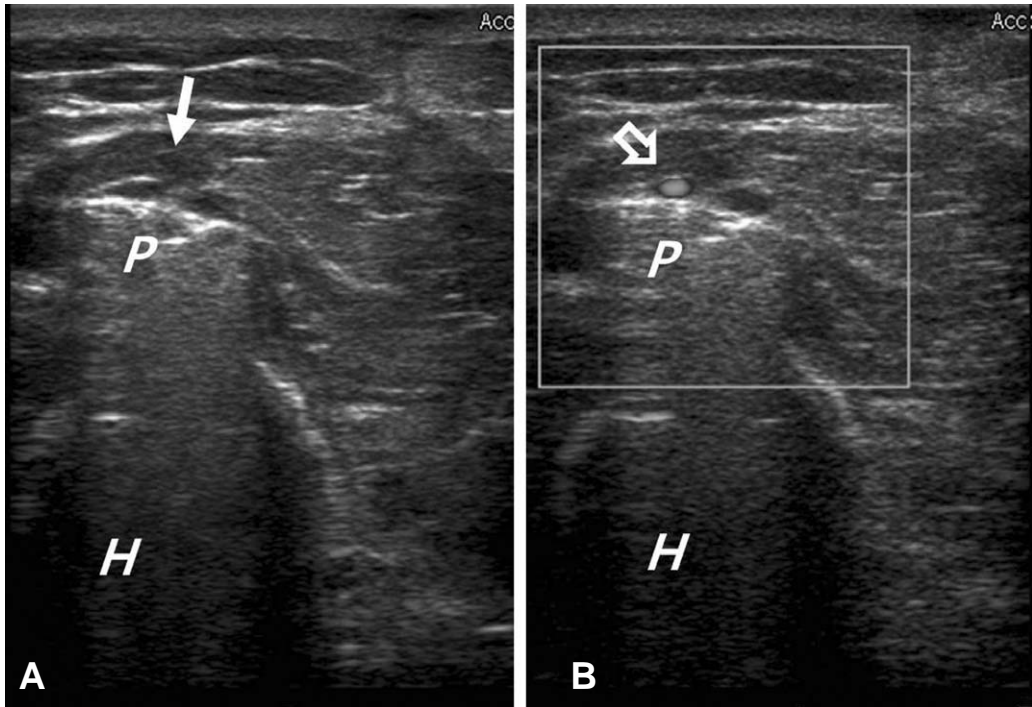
Post operative 16weeks ultrasound image
